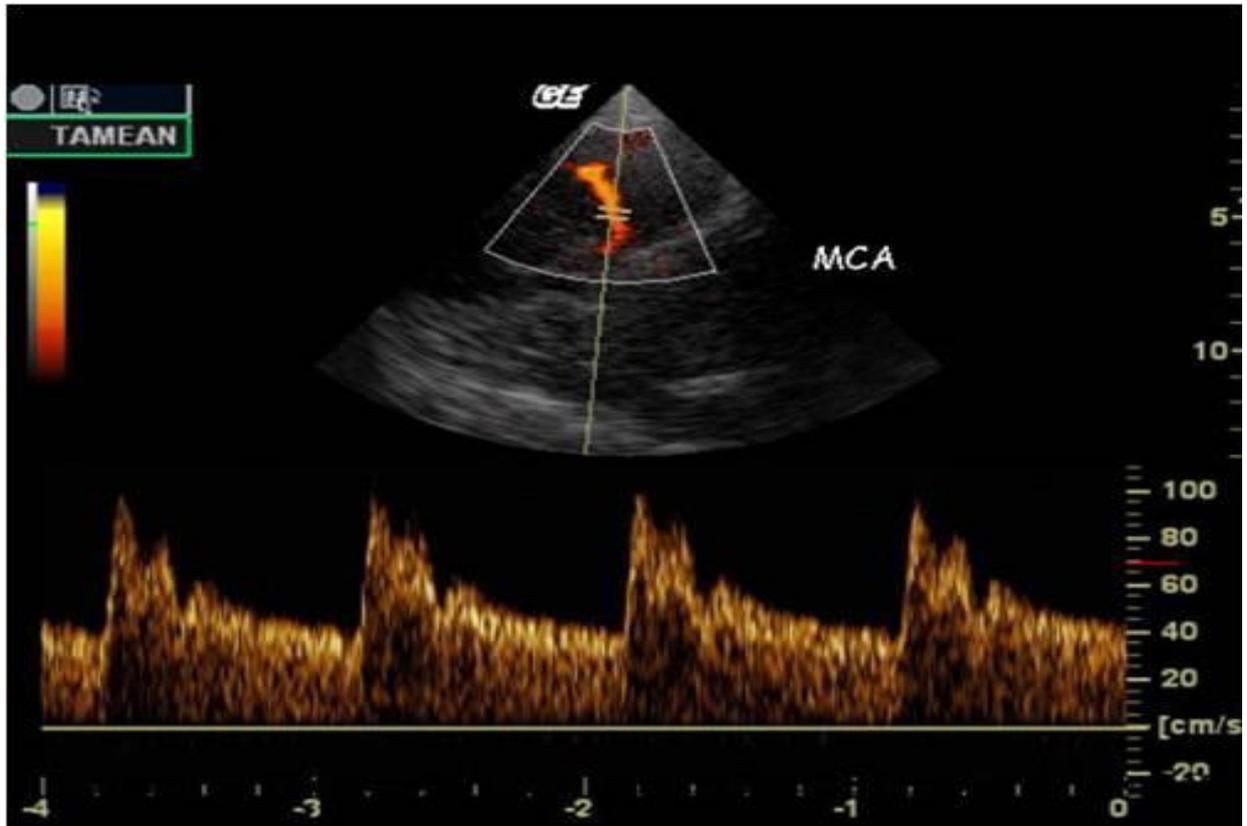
spectre Doppler réalisé sur l'ACM d'un sujet sain
